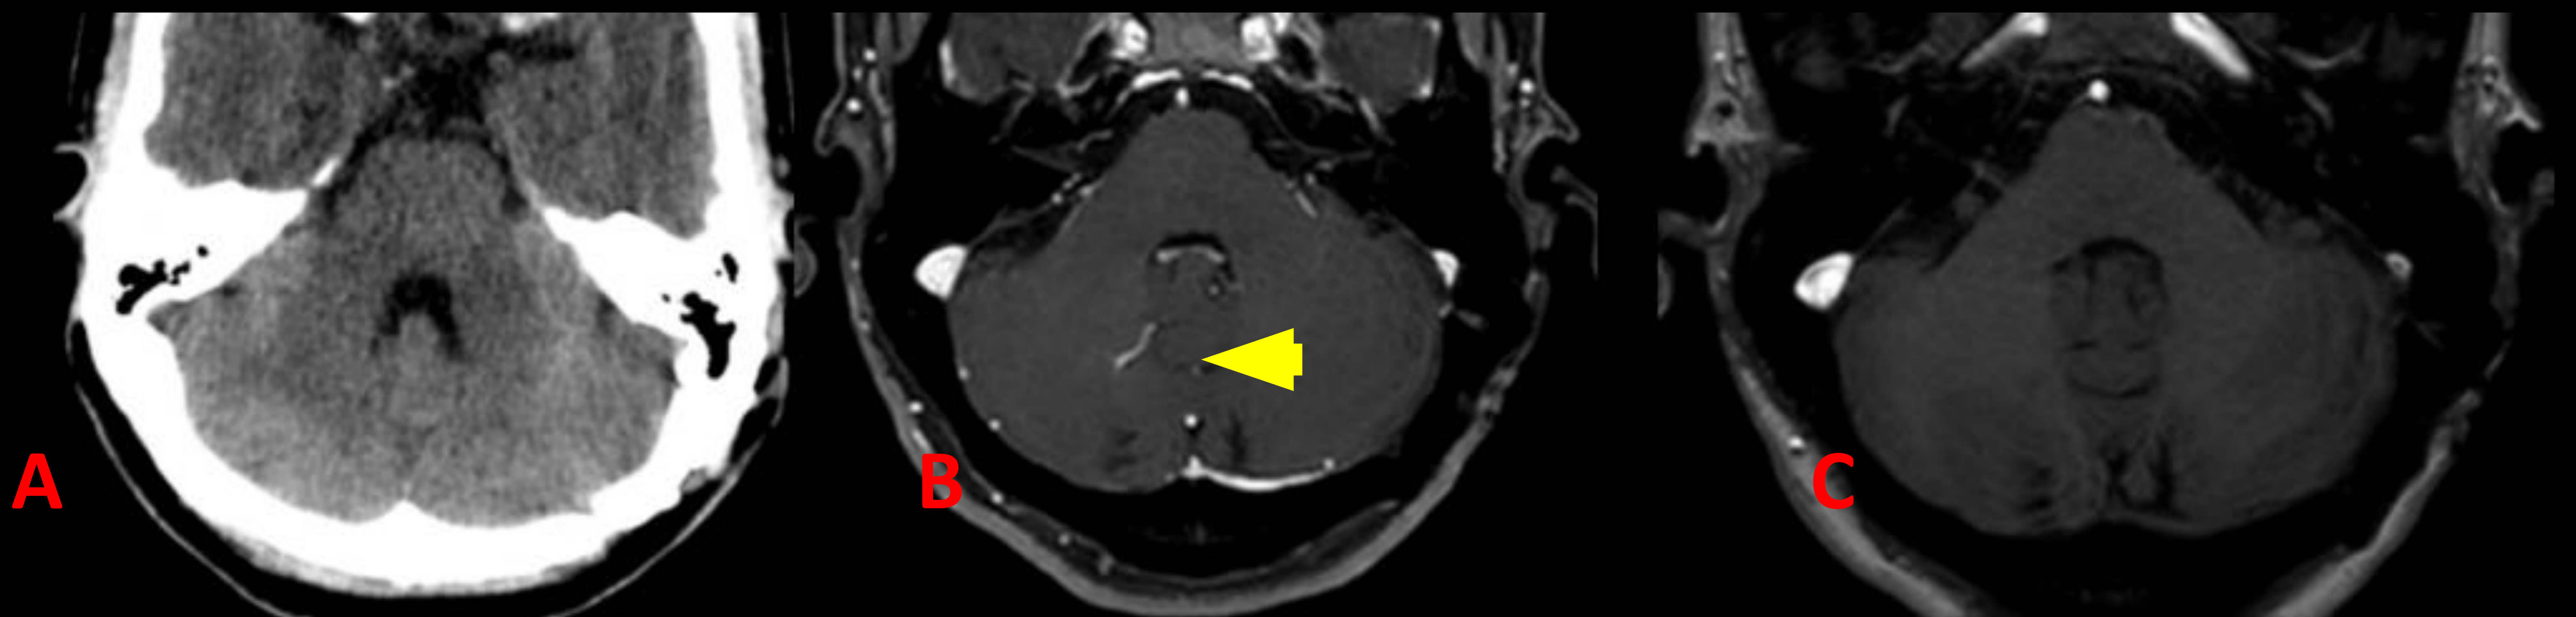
Imágenes de TC axial (A), y RM PROSET (B), FLAIR (C). Mujer de 35 años con anomalía del desarrollo venoso en hemisferio cerebrelso derecho (flecha en B).
